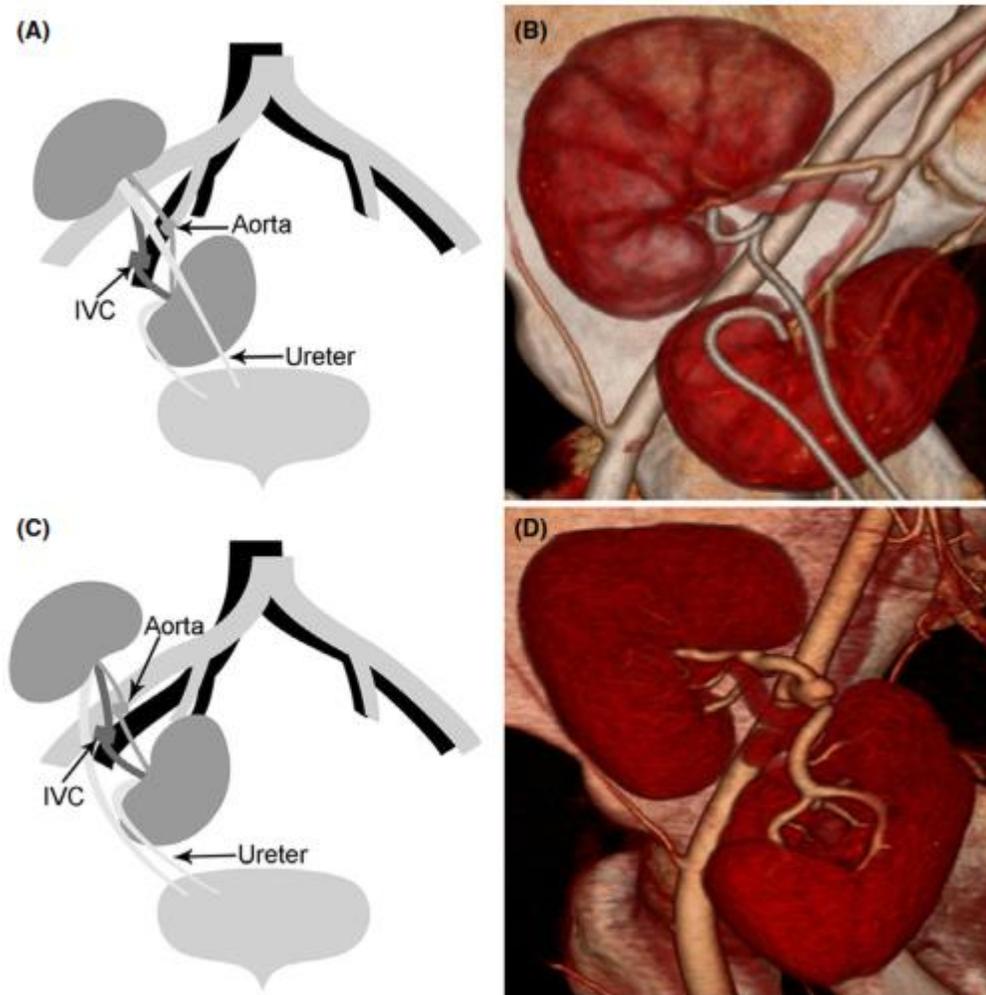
Anastomosis de vasos y uréteres. (A) Anastomosis término-terminal de la aorta del donante a la arteria ilíaca interna y anastomosis término-lateral de la vena cava inferior (VCI) del donante a la vena ilíaca externa. (B) Angiografía por TC de riñones en bloque con aorta anastomosada a la arteria ilíaca interna. (C) Anastomosis terminolateral de la aorta del donante a la arteria iliaca externa y anastomosis terminolateral de la VCI del donante a la vena iliaca externa. (D) Angiografía por TC de riñones en bloque con aorta anastomosada a la arteria ilíaca externa
